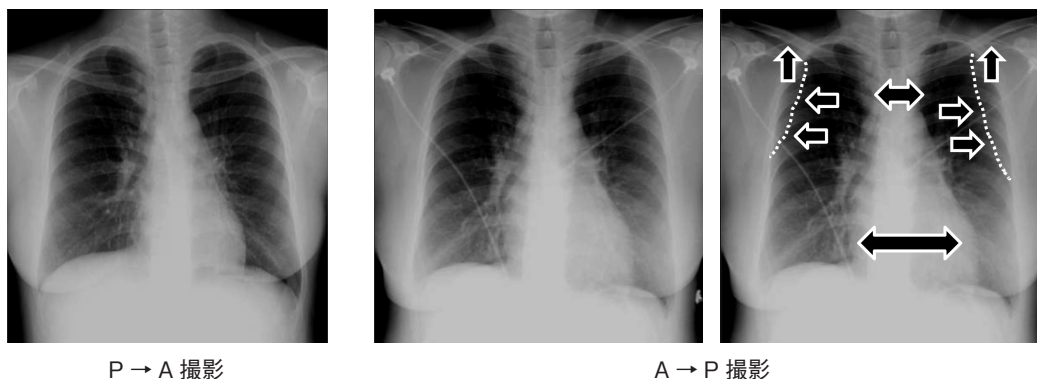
胸部X線写真上でのA→P撮影とP→A撮影の違い
